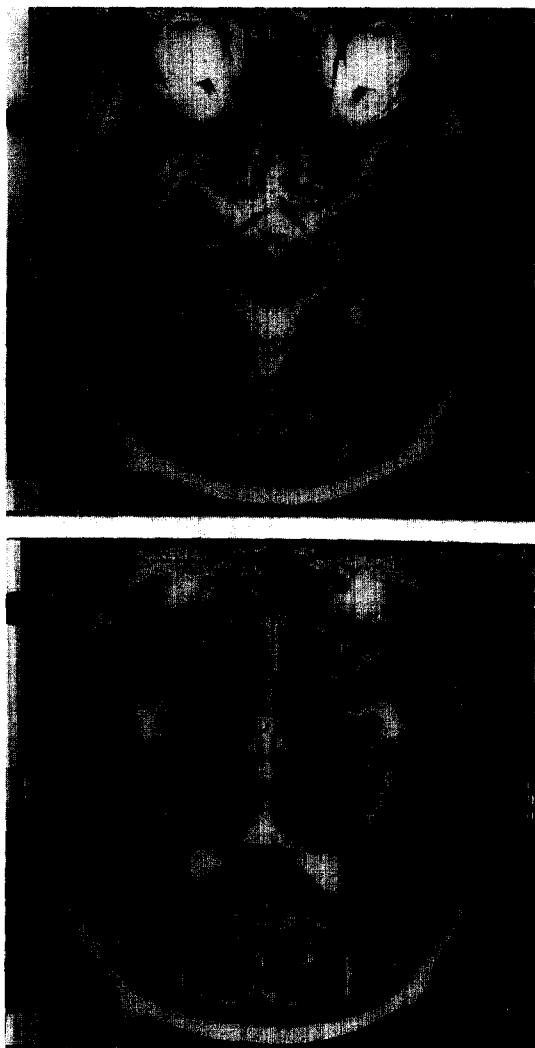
(A & B). MRI on 62nd hospital day(4 weeks after thiamine replacement therapy) shows decreased intensity of signals of mammillary body, periaqueductal gray matter and medial portion of thalamus on T2WI.
